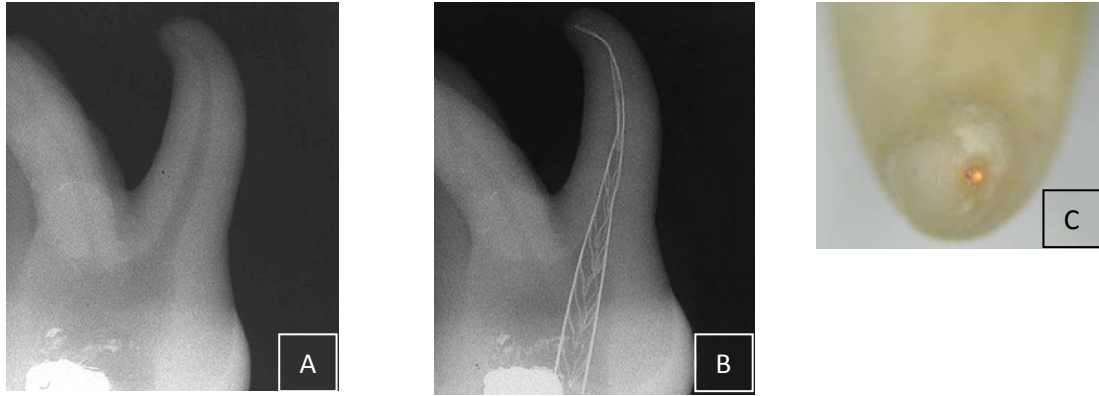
A e B. Radiografia de molar superior, onde é possível visualizar a adaptação da lima SAF® à anatomia tridimensional existente. C. Preservação do forâmen apical (adaptado de Metzger *et al.*, 2010a).
